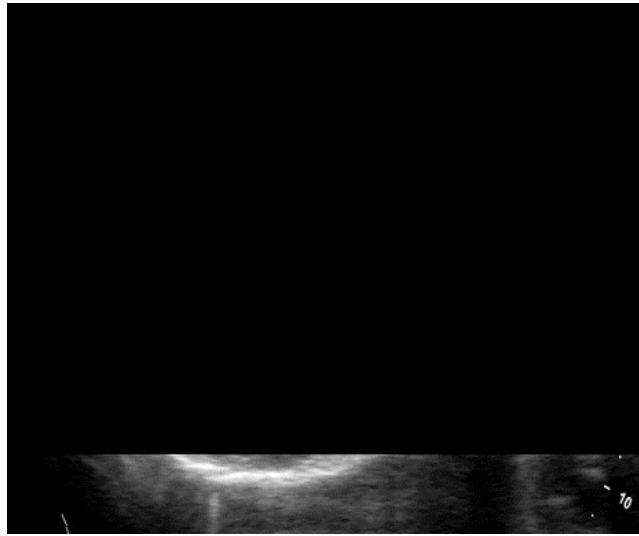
Porzione di immagine ecografica selezionata mediante maschera binaria*
